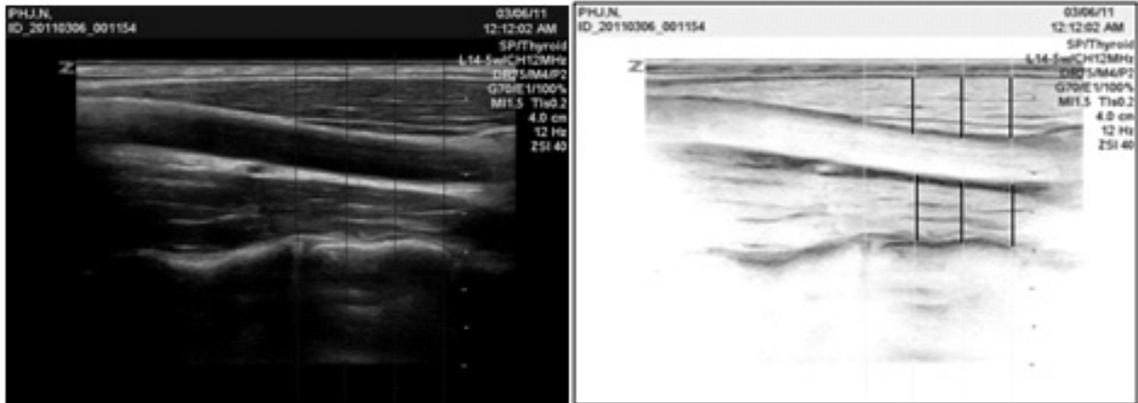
Ultrasonographic of 22mmHg pressure (post-exercise)
